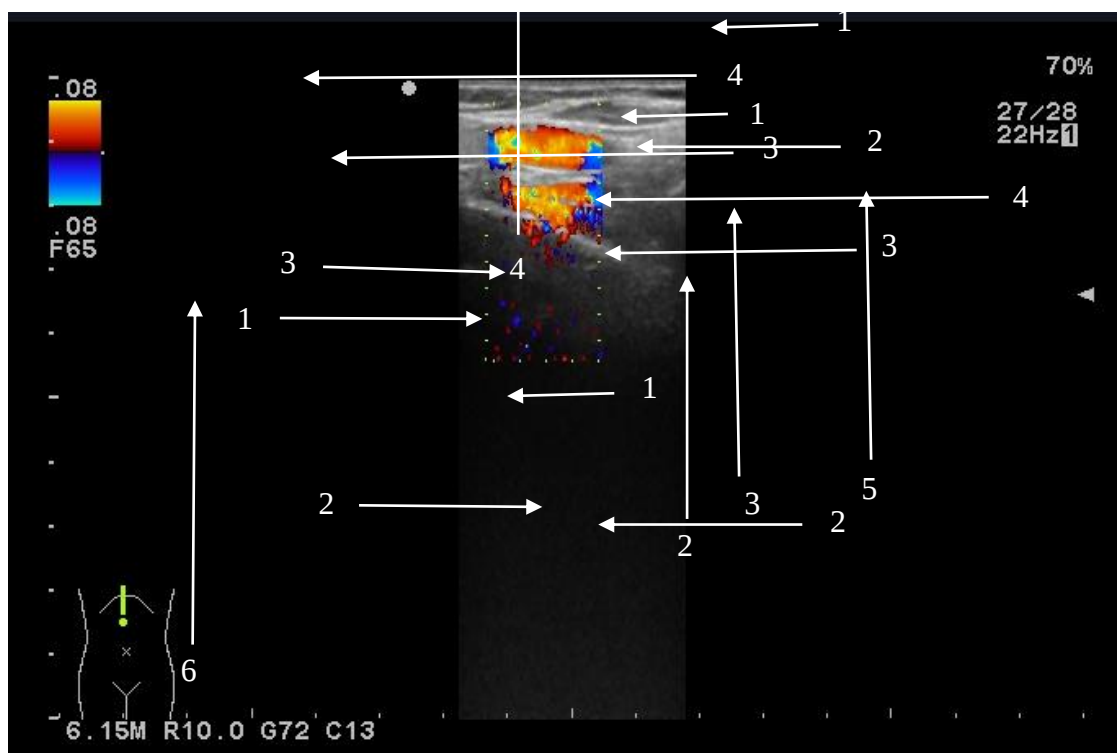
Ecografie Doppler la nivelul regiunii latero-cervicale
